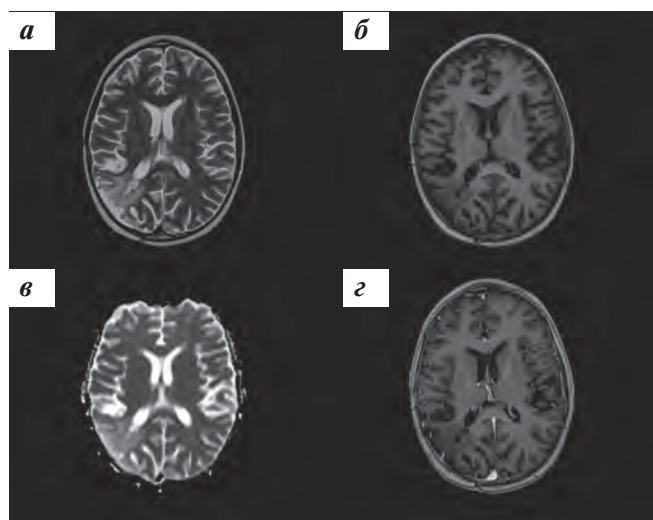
МРТ головного мозга с контрастным усилением: а – T2-взвешенное изображение; б – T1-взвешенное изображение; в – DWI; г – T1 (контраст). Заключение: регресс вновь выявленного участка накопления парамагнетика по ходу оперативного доступа в правой теменно-затылочной области
